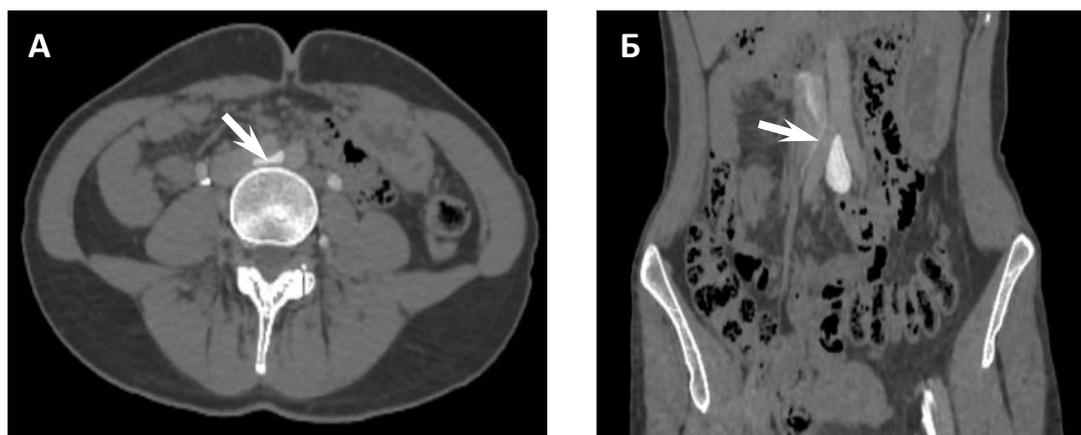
Компьютерные томограммы пациентки К.
